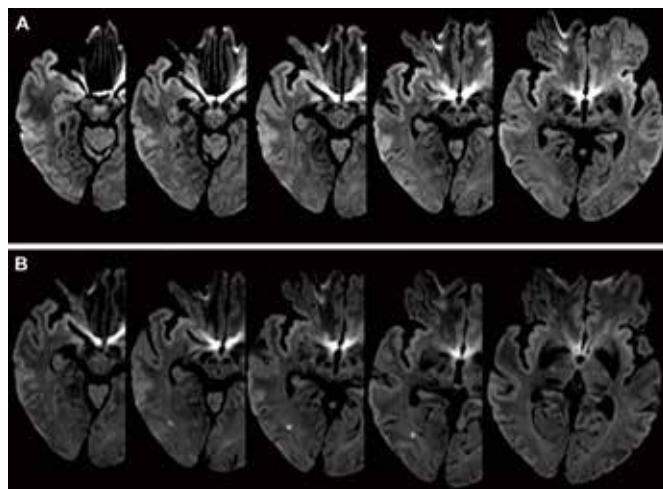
术前显示正常的头颅 MRI 成像之 DWI
